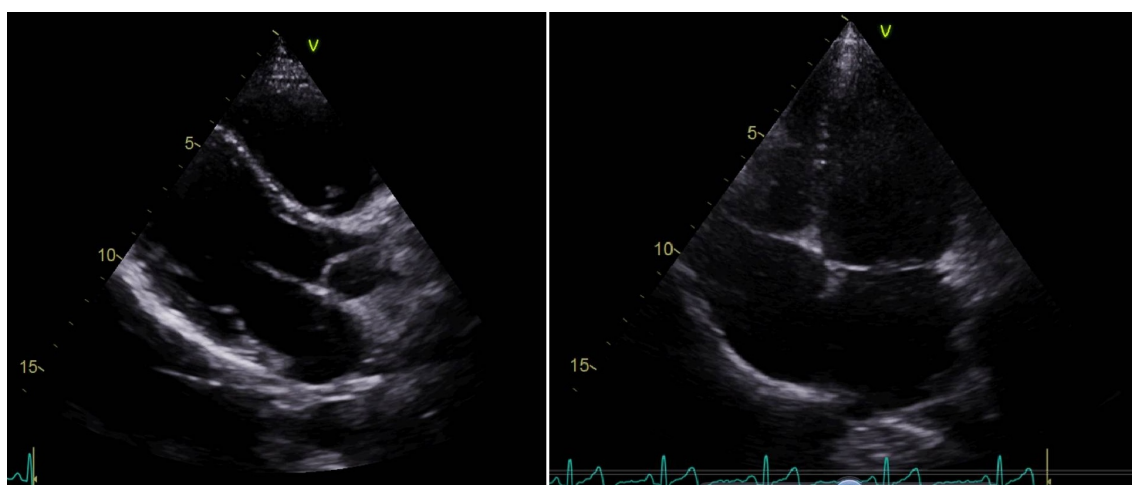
Ecocardiograma transtorácico.
